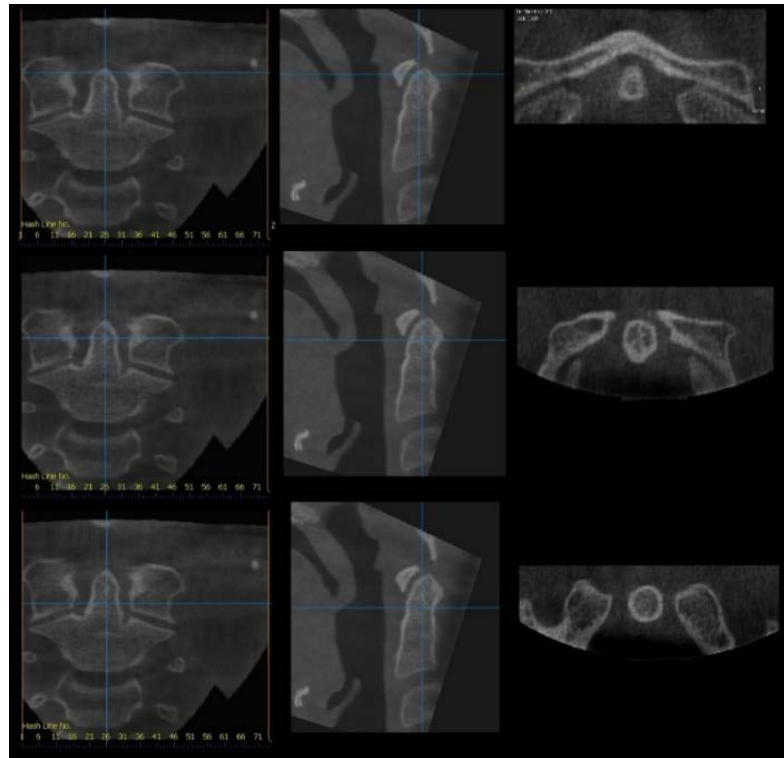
TC dell'area cervicale. Odontoide: sezioni coronale (a sinistra), sagittale (al centro), orizzontale (a destra); sui tre livelli piani di sezione diversi. Si noti la struttura interna nella seconda sezione orizzontale.
